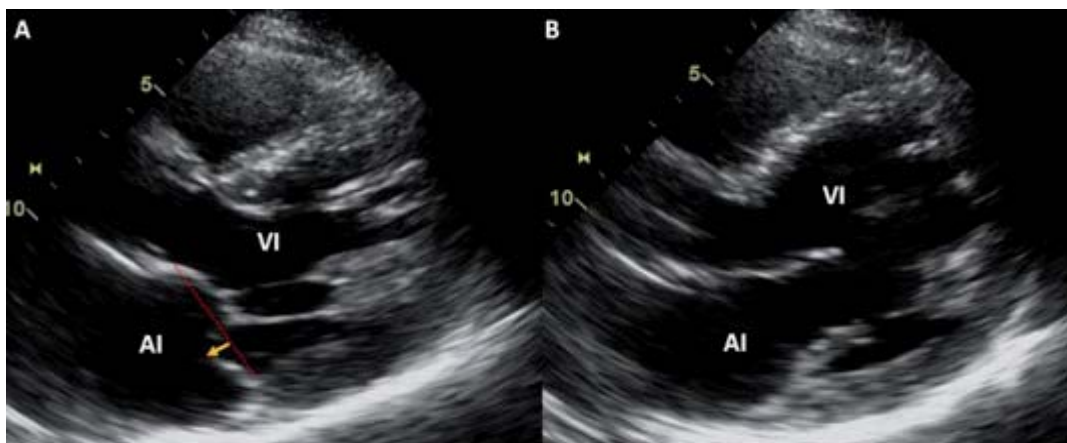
Ecocardiografía bidimensional en el eje largo del plano paraesternal de un caso de prolapso valvular mitral no clásico. A: sístole, prolapso del velo posterior (flecha amarilla). B: diástole. Se observa engrosamiento de los velos mitrales inferior a 5 mm.
